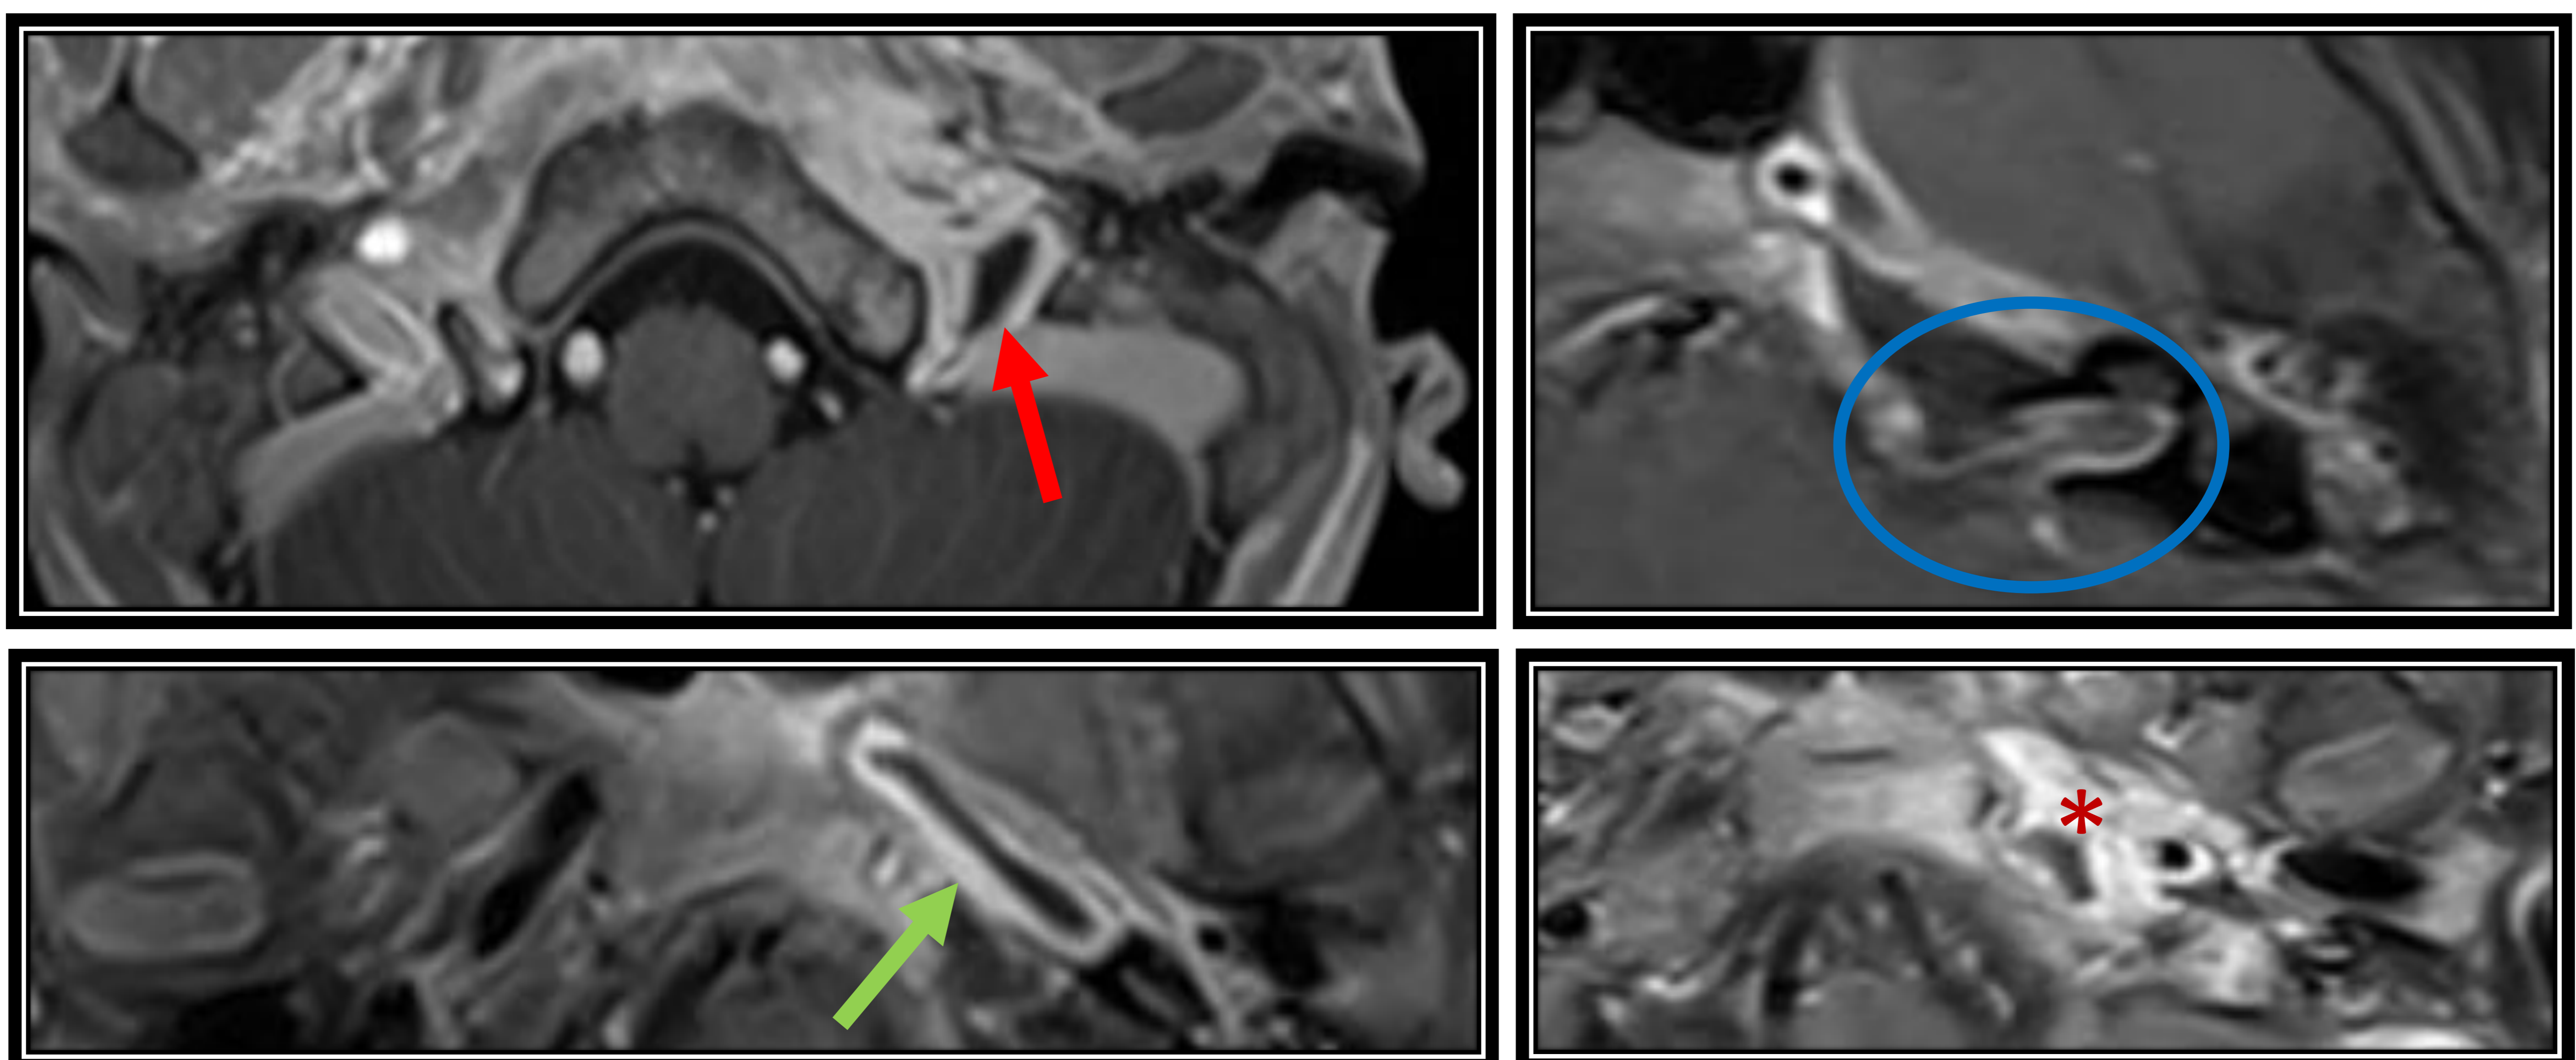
RM cerebral con contraste intravenoso complementaria: defecto de repleción en la confluencia entre seno sigmoide/vena yugular interna (flecha roja), realce en conducto carotídeo (flecha verde), realce meníngeo del conducto auditivo interno (elipse azul), captación de contraste en la punta del peñasco izquierdo y pequeño absceso intraóseo (asterisco).
